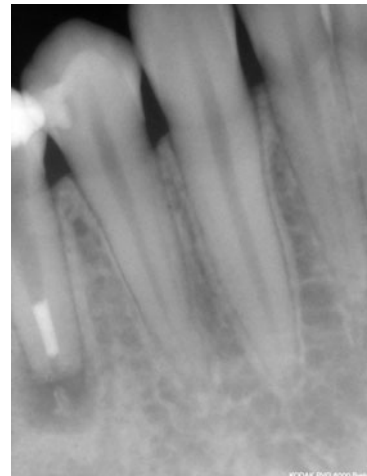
Röntgenkontrolle des apikalen MTA-Plugs. Dieser erscheint dicht und homogen und weist eine Stärke von ca. 4 mm auf.
